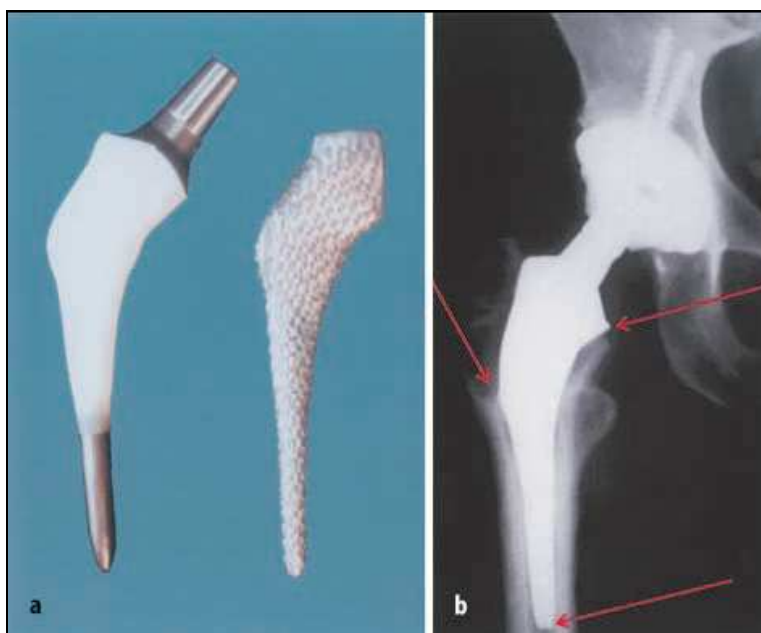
CTX-Individualprothese (links) mit dazugehöriger formgleicher Raspel (rechts) (a). Postoperatives Röntgenbild (b) (123)
